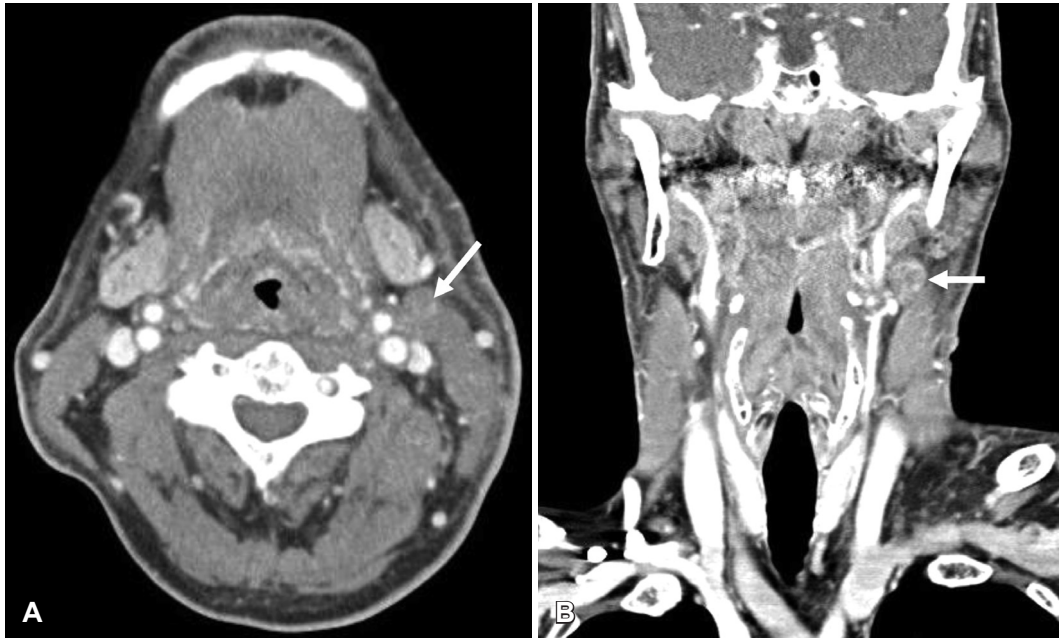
Neck CT showing 2.3 cm size heterogenous lymph node in level II (arrow). A: Axial view. B: Coronal view.
